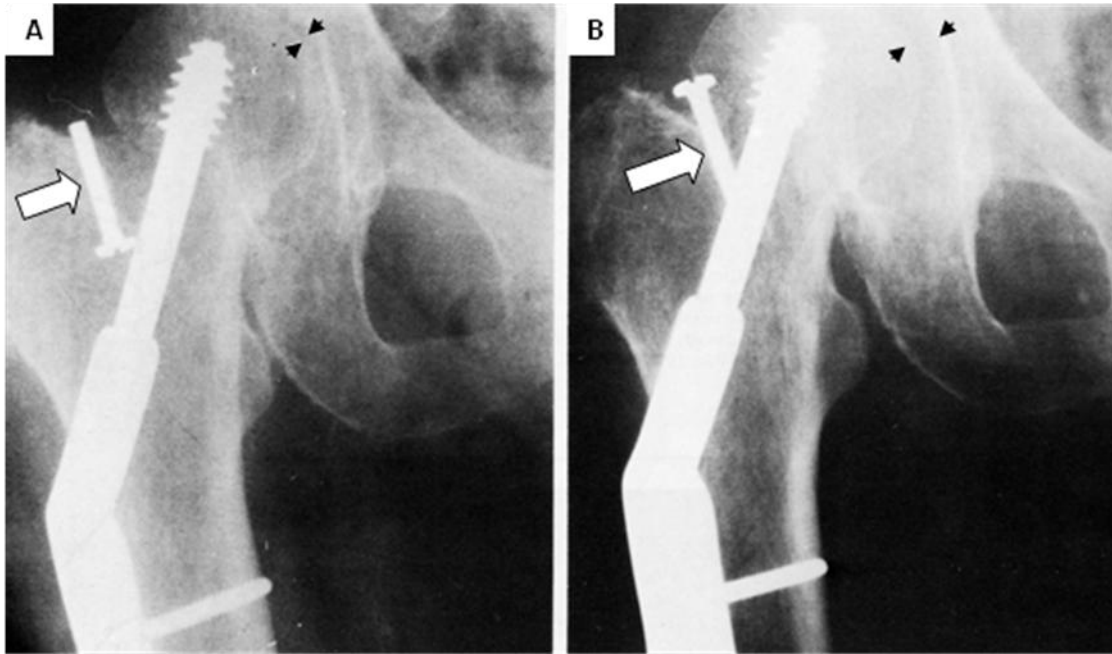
103. A. Proyección AP de cadera derecha a los dos meses de pos operada. B. Nueve días después de la primera radiografía, el perno de compresión (flechas) gira libremente dentro de un absceso de tejidos blandos. El espacio articular esta disminuido al inicio y aumentado después por piartrosis (cabezas de flecha).
